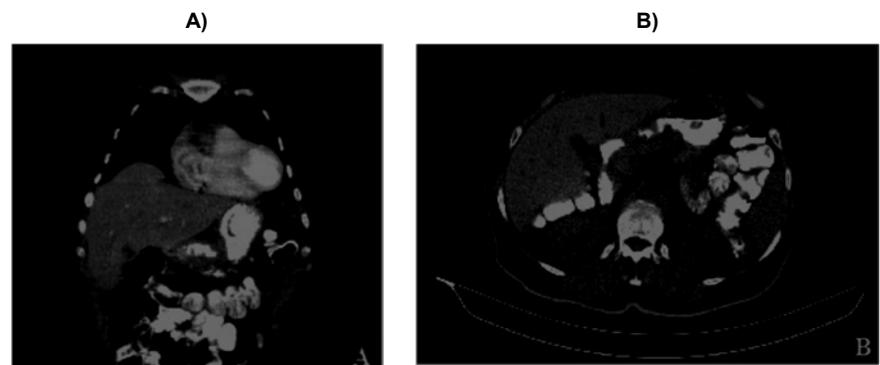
Photograph of abdominal computer tomography, shows the gastric Wall thickness. (A,B)
